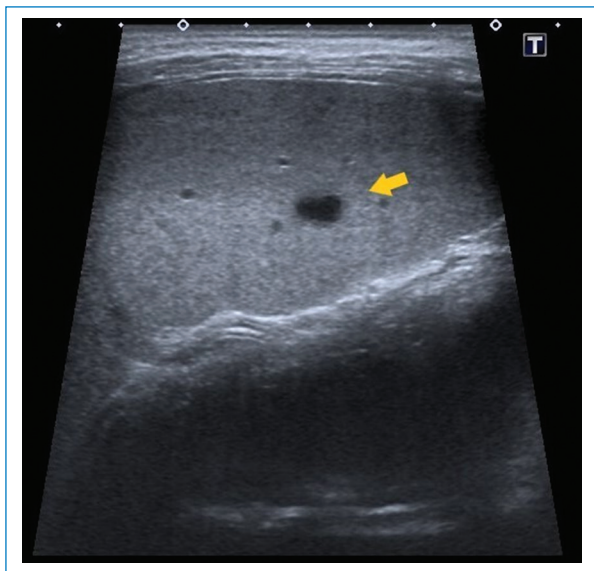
Imagen de ecografía abdominal. Pequeña imagen redondeada, hipoecoica de bordes definidos en parénquima esplénico (flecha amarilla).
